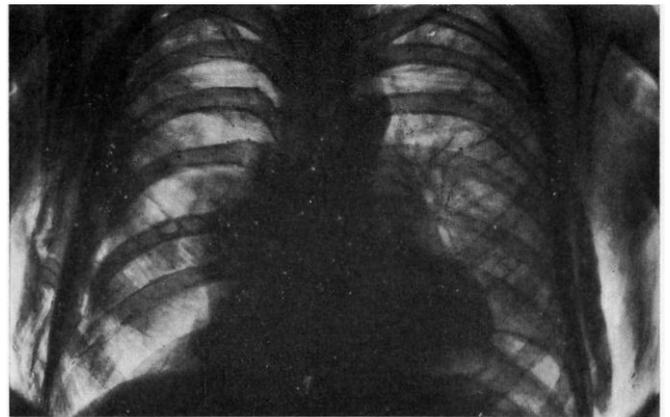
Рентгенограмма больного Н. (первое исследование) — перелом III—V ребер справа, правосторонний пневмоторакс, подкожная эмфизема. Газ в свободной брюшной полости не определяется
